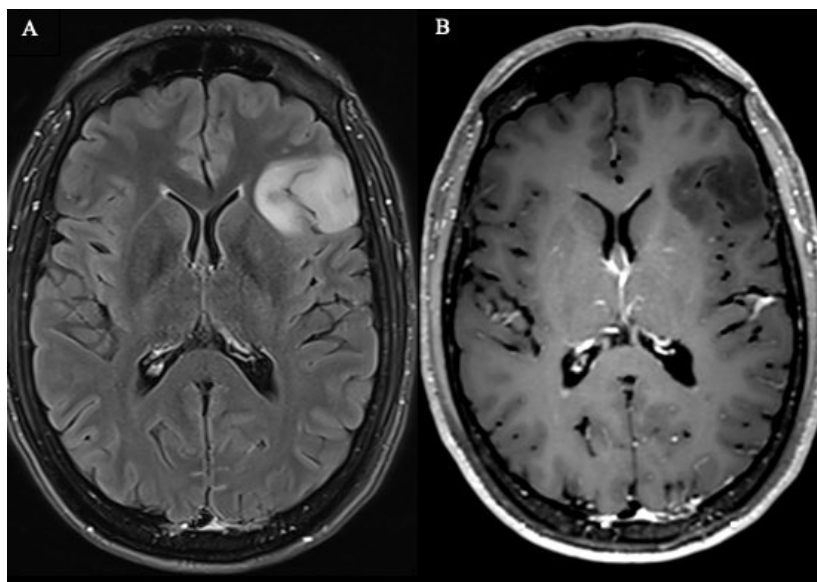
IRM du patient 5 : oligodendrogliome fronto-insulaire gauche grade OMS 2
